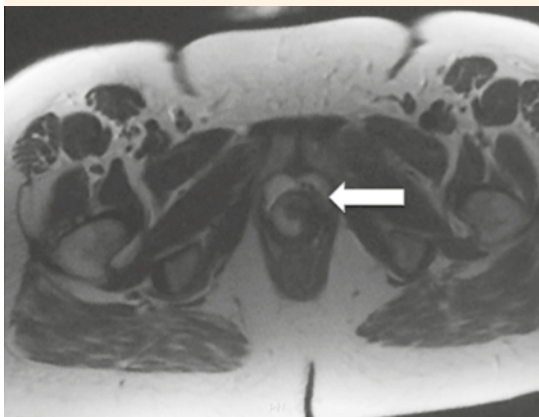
Resonancia magnética de la pelvis en secuencia T2.
